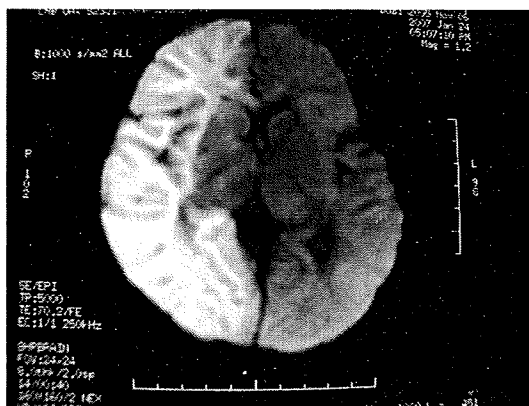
Typical MRI (DW1) finding in patient with HHV-6 encephalopathy with cluster of convulsions during eruptive stage. This patient had the right hemiplegia as the neurological sequelae.
